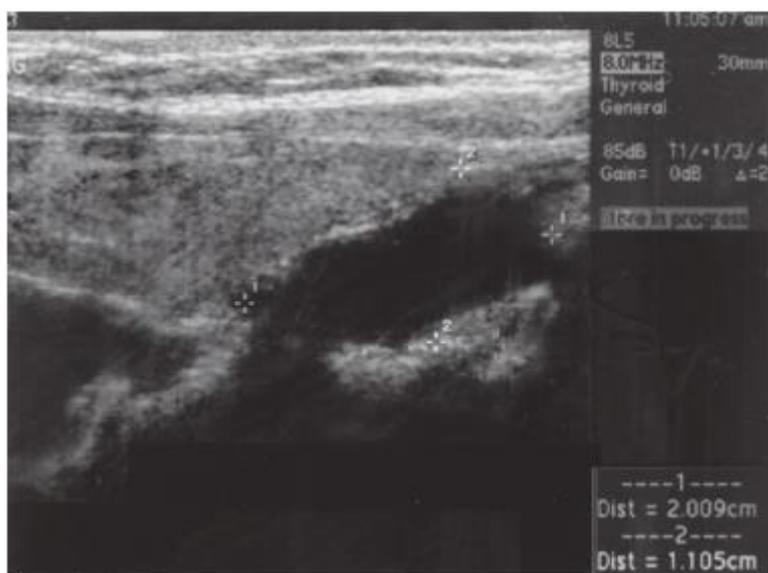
ECOGRAFIA IN PAZIENTE CON IPERPARATIROIDISMO PRIMARIO CAUSATO DA UN ADENOMA PARATIROIIDEO
